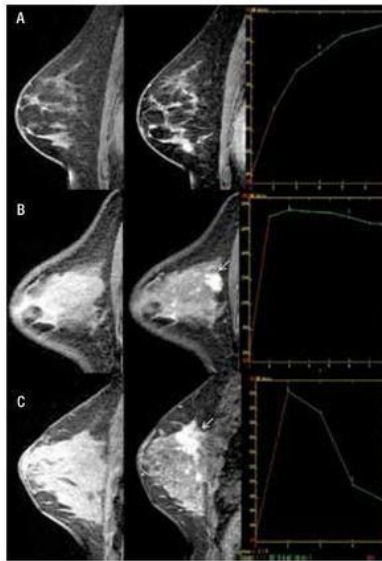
Resonancia magnética. Representación de una imagen por resonancia magnética Pérez Villaseñor, Martha Pérez, Cruz, Pavón, Aguilar (2012)
